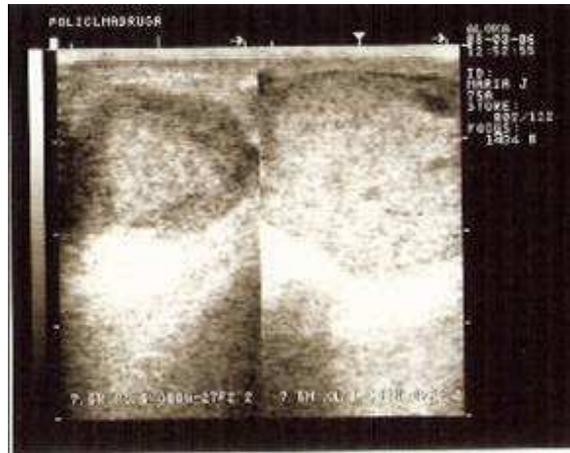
Imagen del tumor (ultrasonido de partes blandas).
